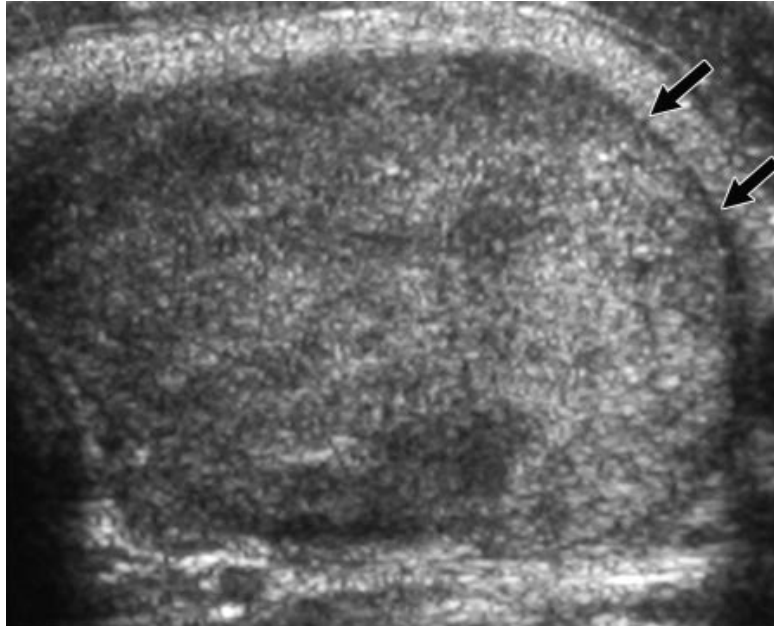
adenoma folicular en mujer de 30 años. Ecografía transversal del lóbulo izquierdo de tiroides, muestra un adenoma folicular con un halo hipocogénico. (1)
